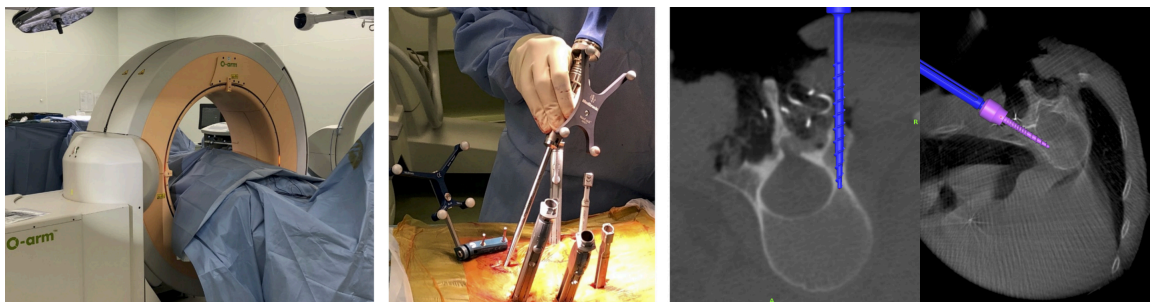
Mobiles CT-Gerät: O-Arm (außen links); dorsales Einbringen von Pedikelschrauben (zweites Bild von links); Pedikelschraubenplatzierung unter CT-Navigation (erstes und zweites Bild von rechts).²⁷
